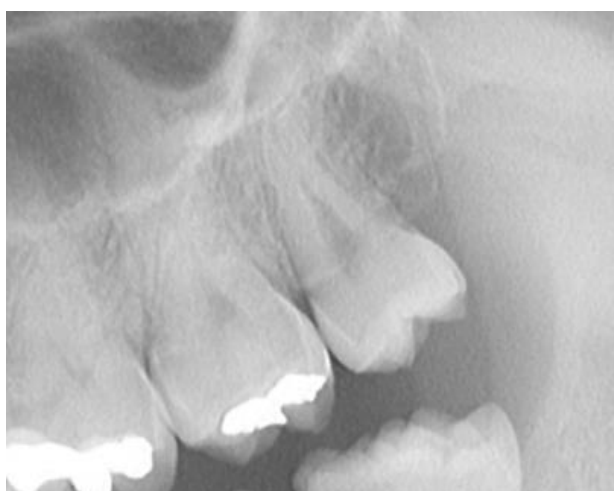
Detalj ortopantomograma - zub 18 normalne morfologije.
